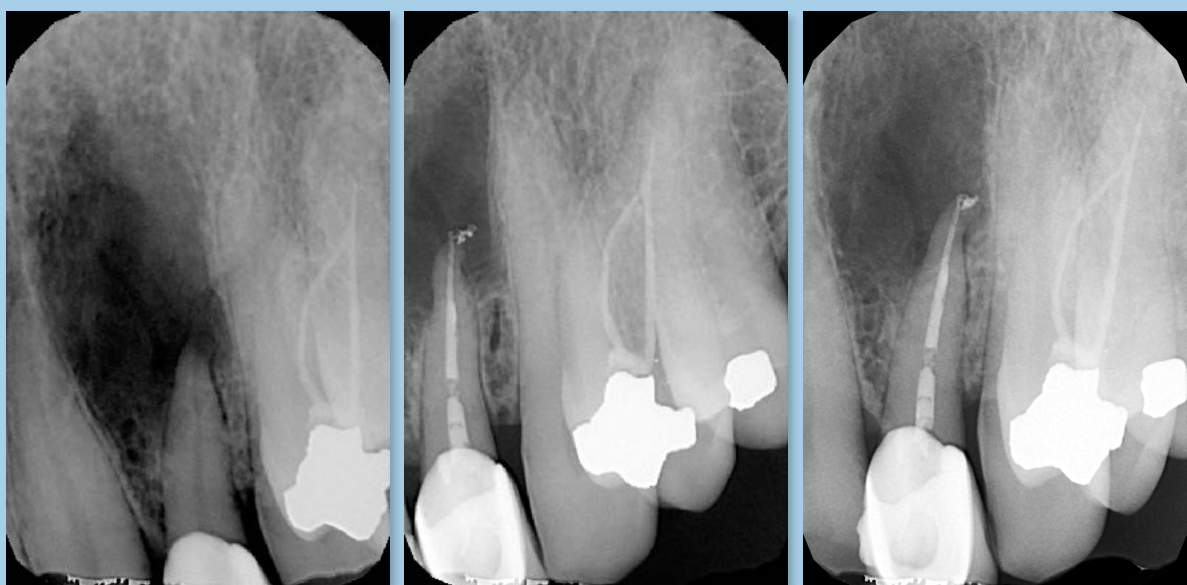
Radiografías periapicales de la evolución de la lesión del diente 22 A) Radiografía inicial B) Radiografía final endodoncia C) Radiografía de control al mes
